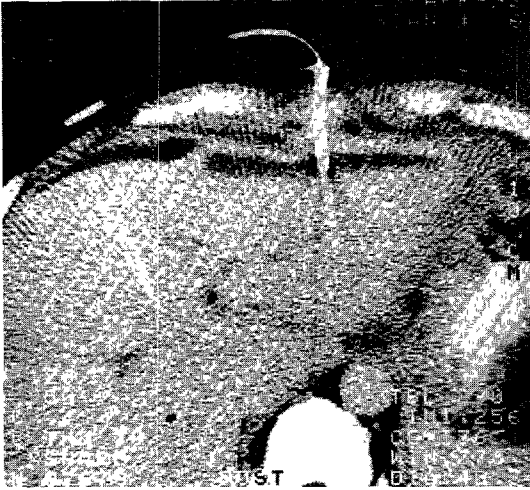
The CT scan demonstrating a catheter-inserted cystic lesion within the left lobe.
